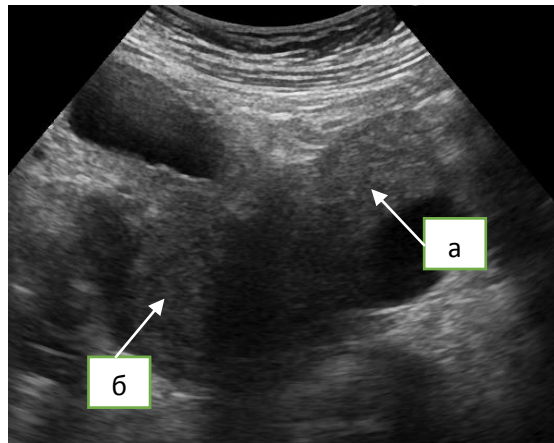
Ультразвуковая томограмма опухоли шейки матки трансабдоминальным доступом: а) опухоль шейки матки; б) миометрий.
